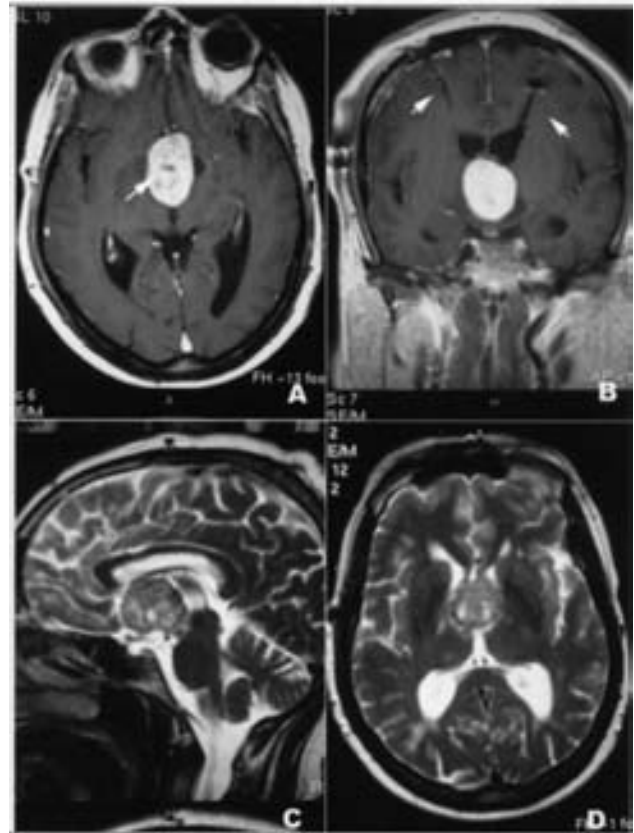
Aspecto del tumor en la RM. En los cortes superiores se presentan secuencias en T1 con contraste paramagnético. Se aprecian algunas zonas de hipocaptación intratumoral (A, flecha). En la imagen coronal (B) se aprecia el artefacto producido por los drenajes ventriculares (flechas). En los cortes inferiores se presentan cortes sagital y axial de RM ponderada en T2. Se observa la isointensidad del tumor con el parénquima cerebral y la ausencia de edema vasogénico.
